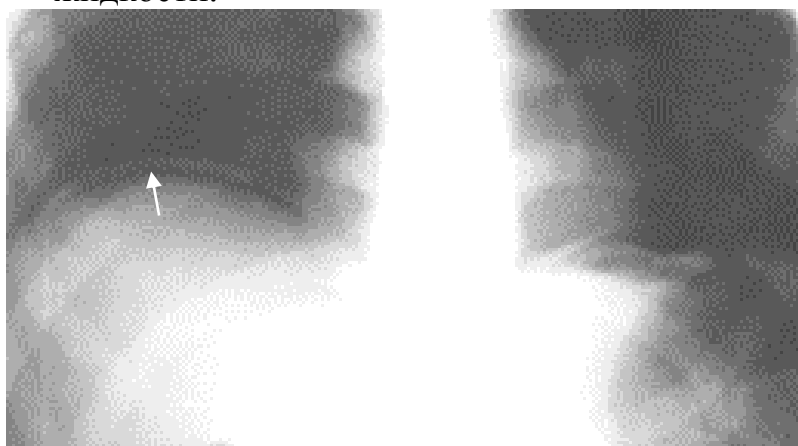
Обзорная рентгенограмма брюшной полости в прямой проекции. Вертикальное положение. Под правым куполом диафрагмы определяется симптом серповидного просветления (стрелка). Пневмоперитонеум вследствие прободной язвы желудка
